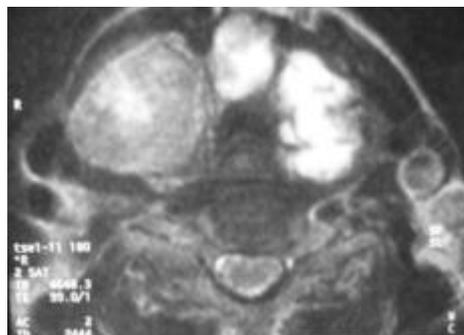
IRM cervicale en coupe axiale avec injection de gadolinium : goitre plongeant aux dépens des deux lobes
